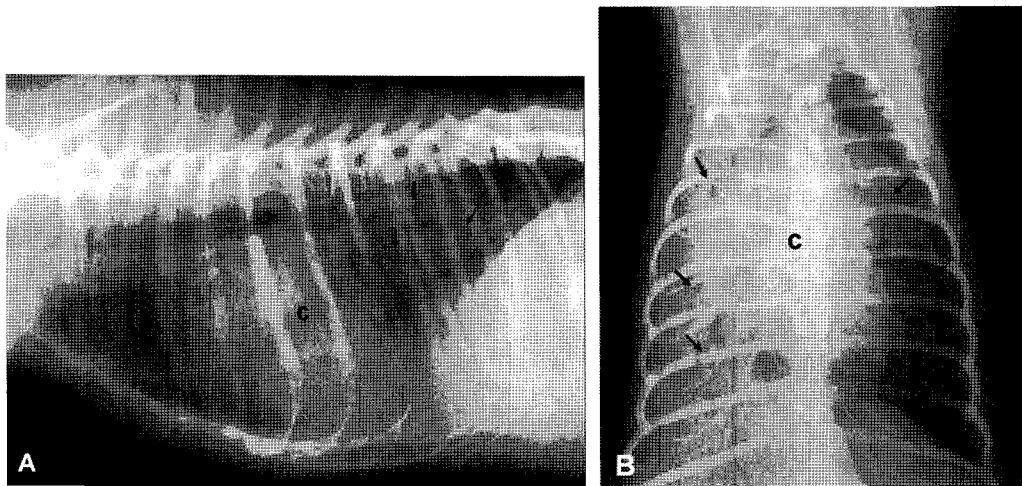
Thoracic radiography of case 1 immediately after surgical correction of peritoneopericardial diaphragmatic hernia. The heart (c) is silhouetted with infiltrated lung. Severe alveolar infiltrate of left cranial, and right cranial, middle and caudal lung lobes can be identified typical air bronchogram (arrows).
